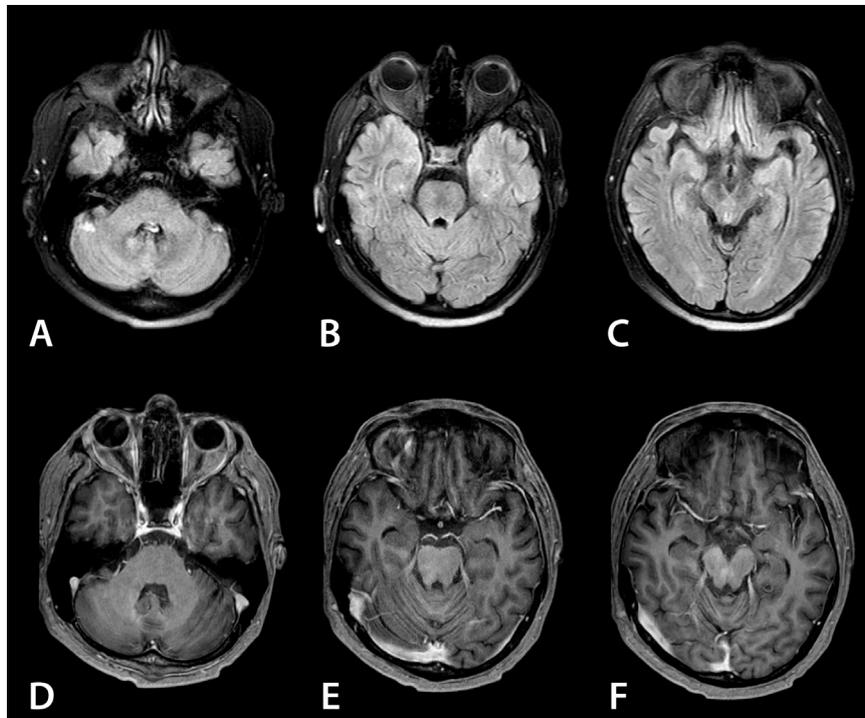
IRM de cerebro post-tratamiento. Secuencia FLAIR A, B, C y T1 contrastado D, E, F constatan resolución marcada de las lesiones en sustancia blanca de cerebelo y tallo con reducción en la captación del medio de contraste.
